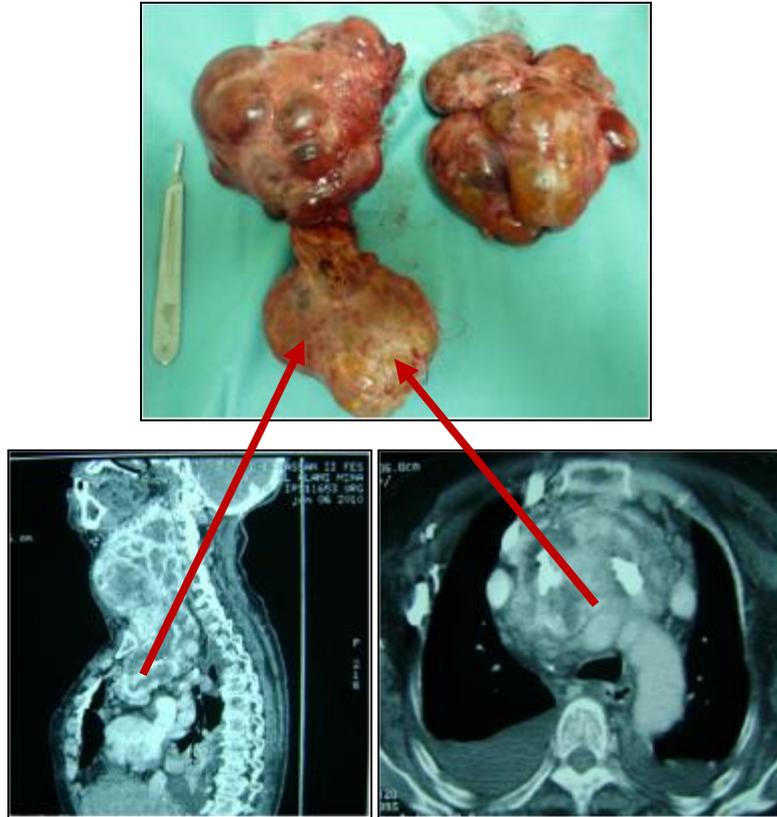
Pièce de thyroïdectomie totale avec la correspondance de la composante plongeante du lobe droit sur la TDM.
